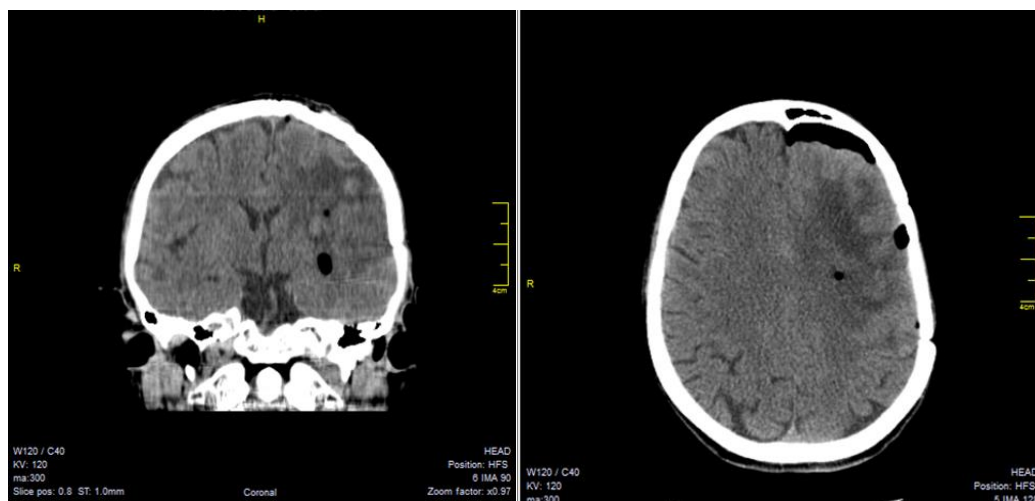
КТ-изображение головного мозга того же больного с глубинной глиомой левого полушария, полученное после пункционной биопсии
